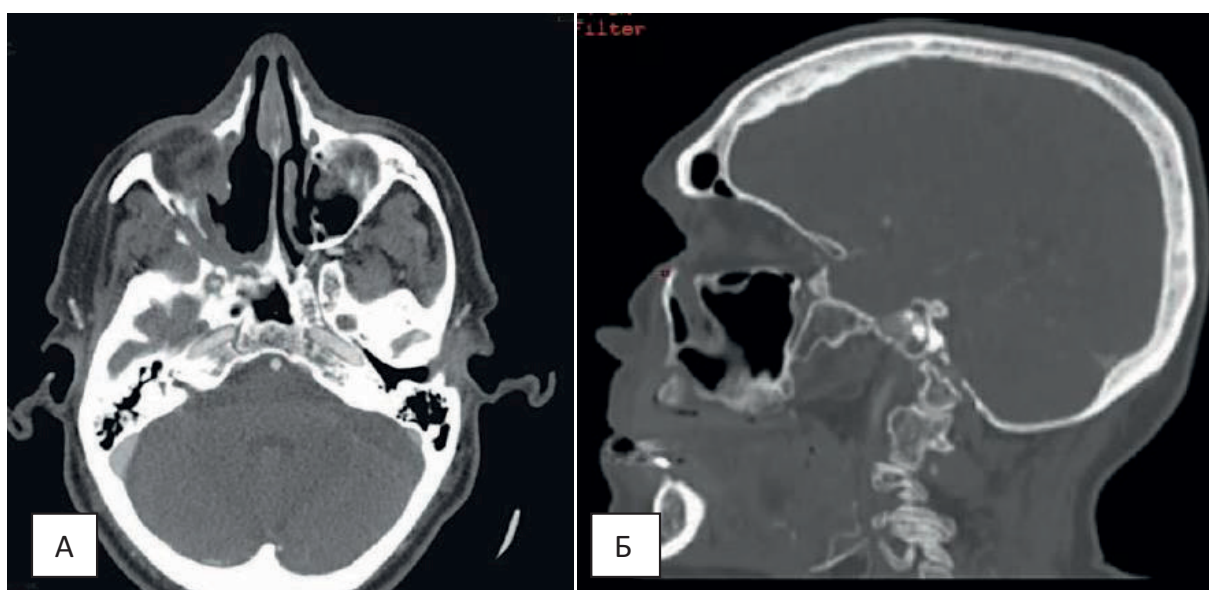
МСКТ в аксиальной и сагиттальной проекциях.
